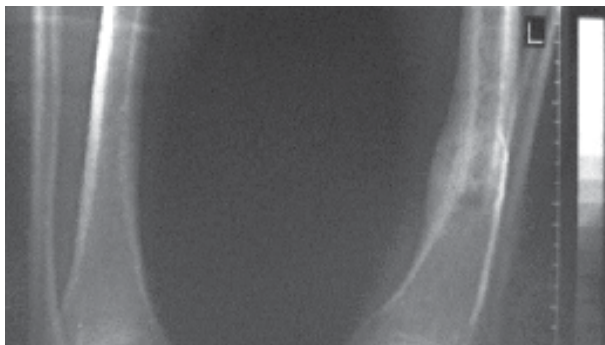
Данные КТ через 2 года после введения композита «ЛитАр» в область ложного сустава пациента П.
